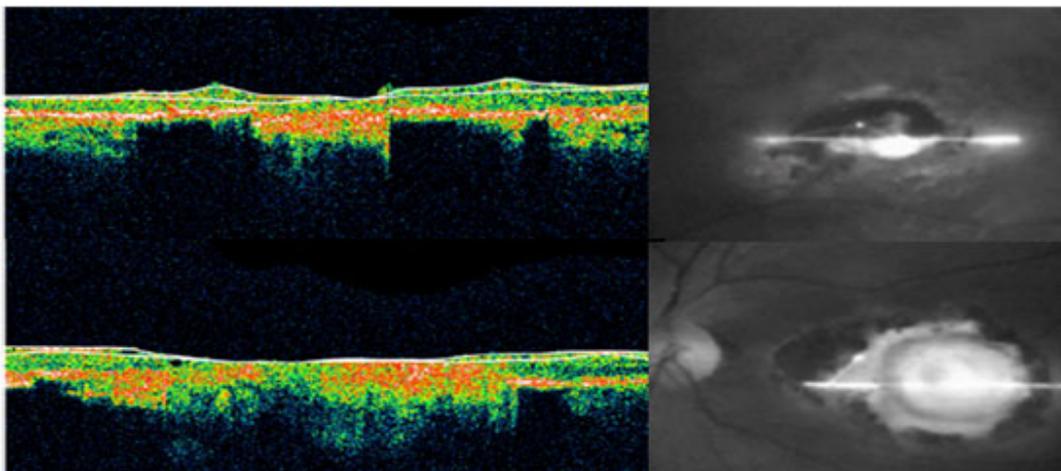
Tomografía de coherencia óptica de ambos ojos.
